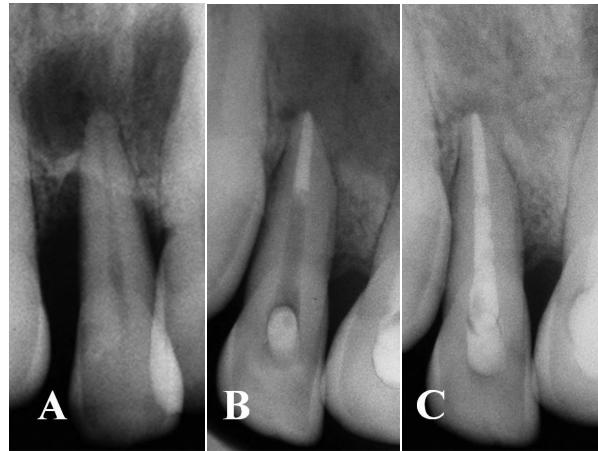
A: Radiografía preoperatoria de un incisivo lateral superior, en la que se distingue una pérdida ósea importante perirradicular con una imagen radiolúcida periapical independiente; B: Radiografía posoperatoria inmediata al tratamiento endodóntico; C: Radiografía posoperatoria a distancia del tratamiento endoperiodontal, después de 12 años y 7 meses, en la que se nota una importante neoformación ósea perirradicular.
